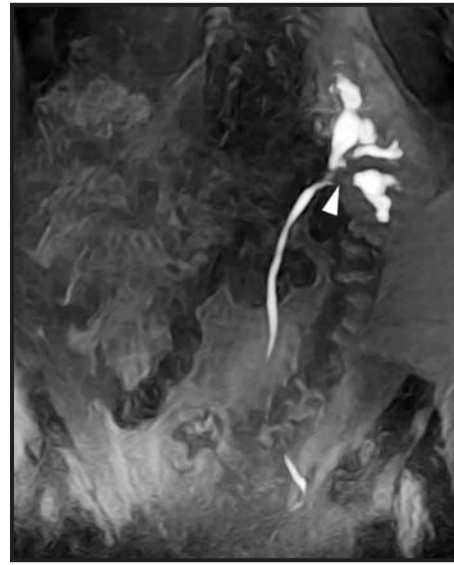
Hombre de 51 años con dolor en la fosa renal izquierda y ausencia postquirúrgica del riñón derecho. La imagen de proyección de máxima intensidad de señal en el plano coronal obtenida de la fase excretora de la urografía mediante resonancia magnética demuestra una uropatía obstructiva izquierda secundaria a un cálculo enclavado en la unión pieloureteral (punta de flecha).
